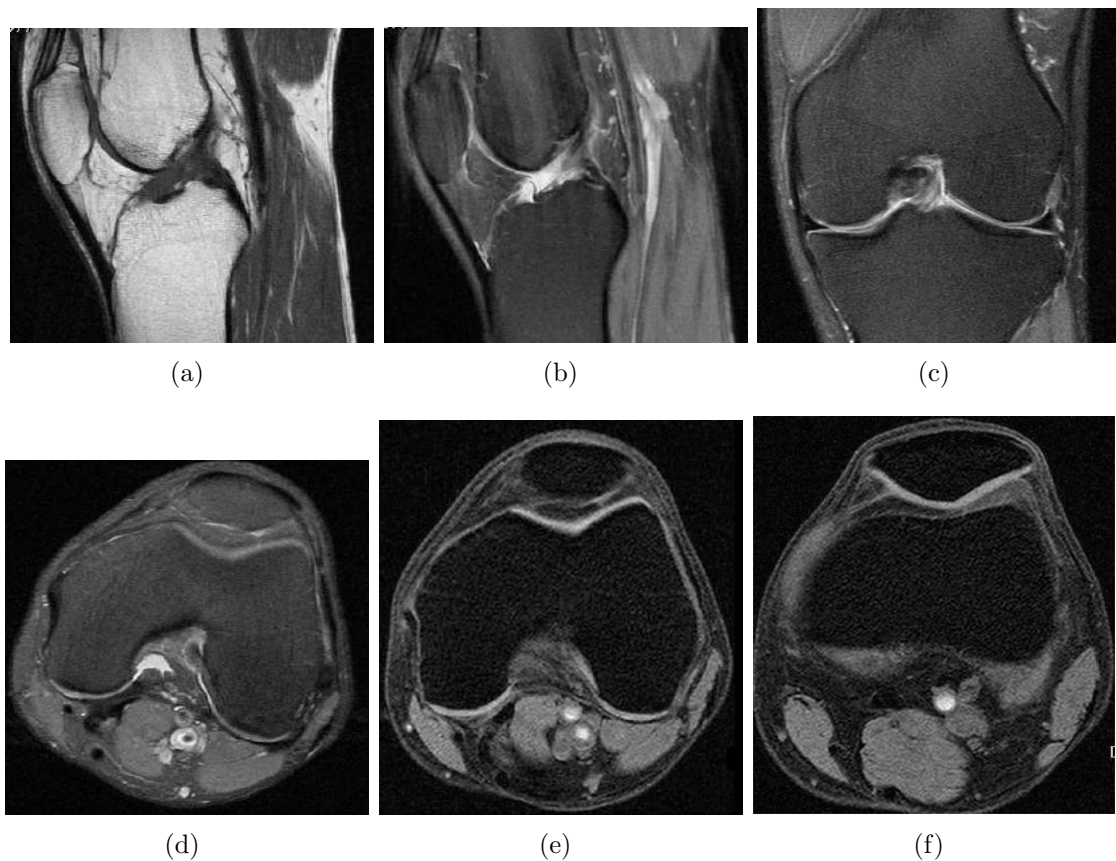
Imagens adquiridas para o estudo *standard* do joelho por RM: (a) Sequência adquirida no plano sagital, ponderada em T1; (b) Sequência adquirida no plano sagital, ponderada em DP FatSat ; (c) Sequência adquirida no plano coronal, ponderada em DP FatSat ; (d) Sequência adquirida no plano axial, ponderada em DP FatSat.
